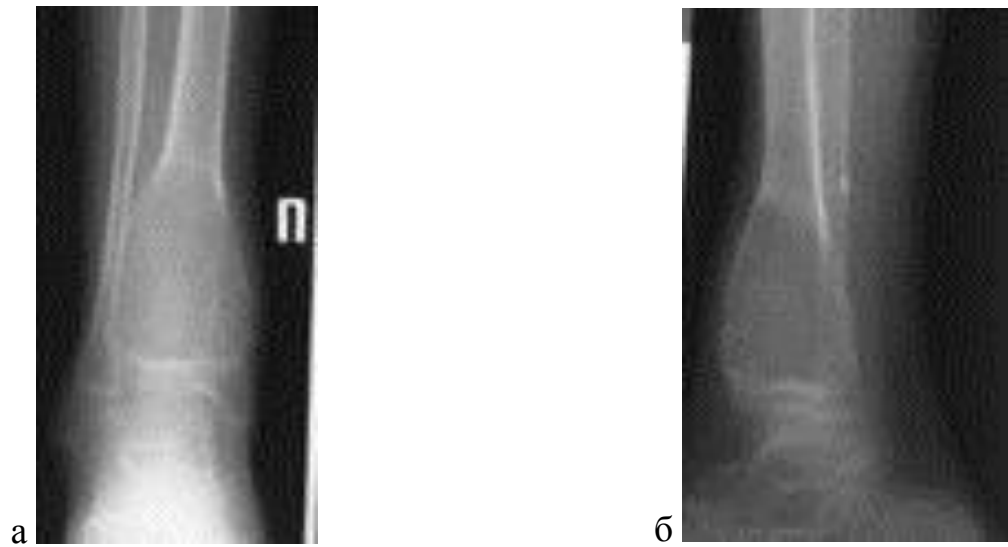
Рентгенография нижней трети правой голени в прямой (а) и боковой (б) проекциях. АК большеберцовой кости
